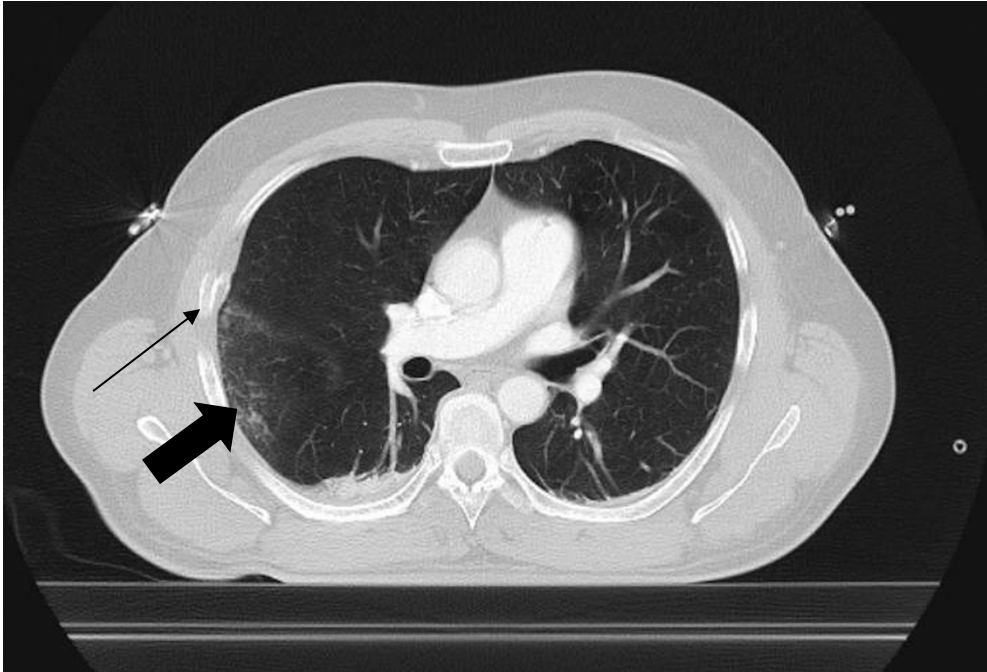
Axiale CT-Aufnahme einer Rippenserienfraktur rechts mit begleitender Lungenkontusion
